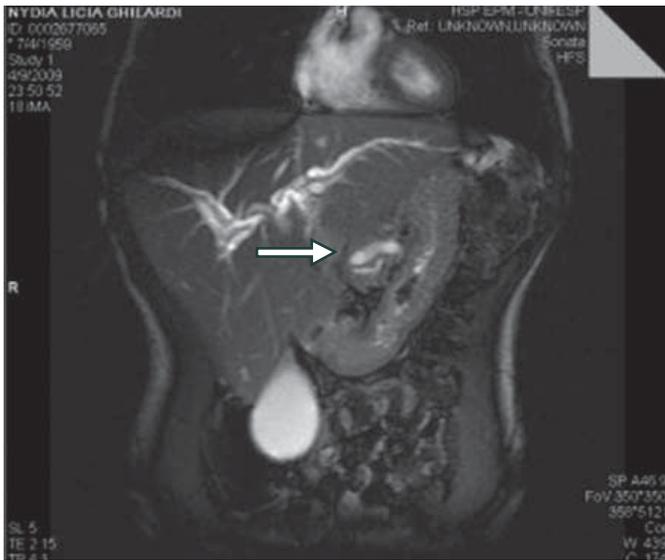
Colangiografía por RM. Importante dilatación de las vías biliares y amputación del conducto de Wirsung. (flecha)
